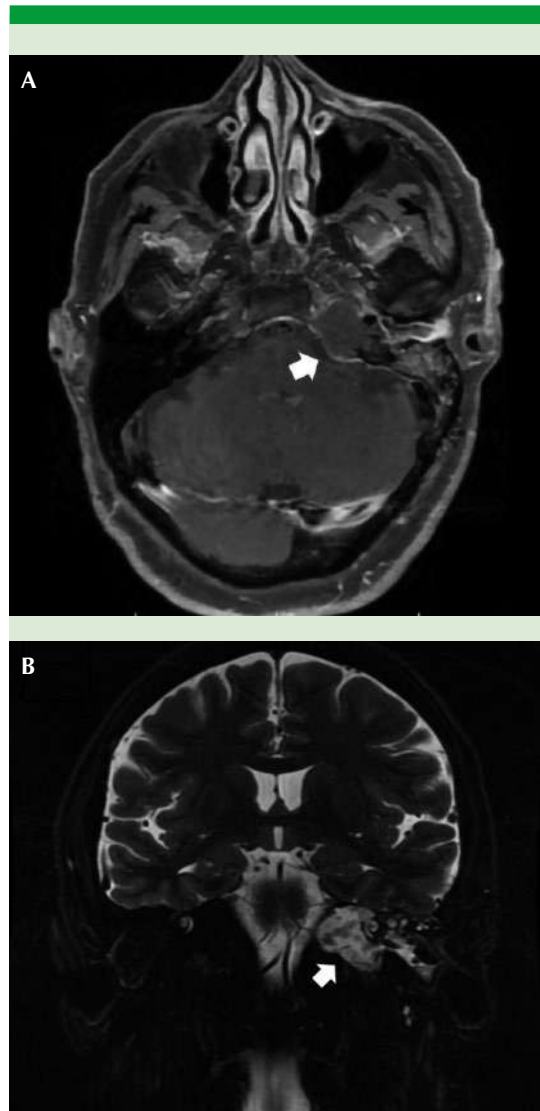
Resonancia magnética prequirúrgica que evidencia una tumoración en el ápex petroso izquierdo (flecha blanca). A. Corte axial, secuencia T2. B. Corte coronal, secuencia Flair.
